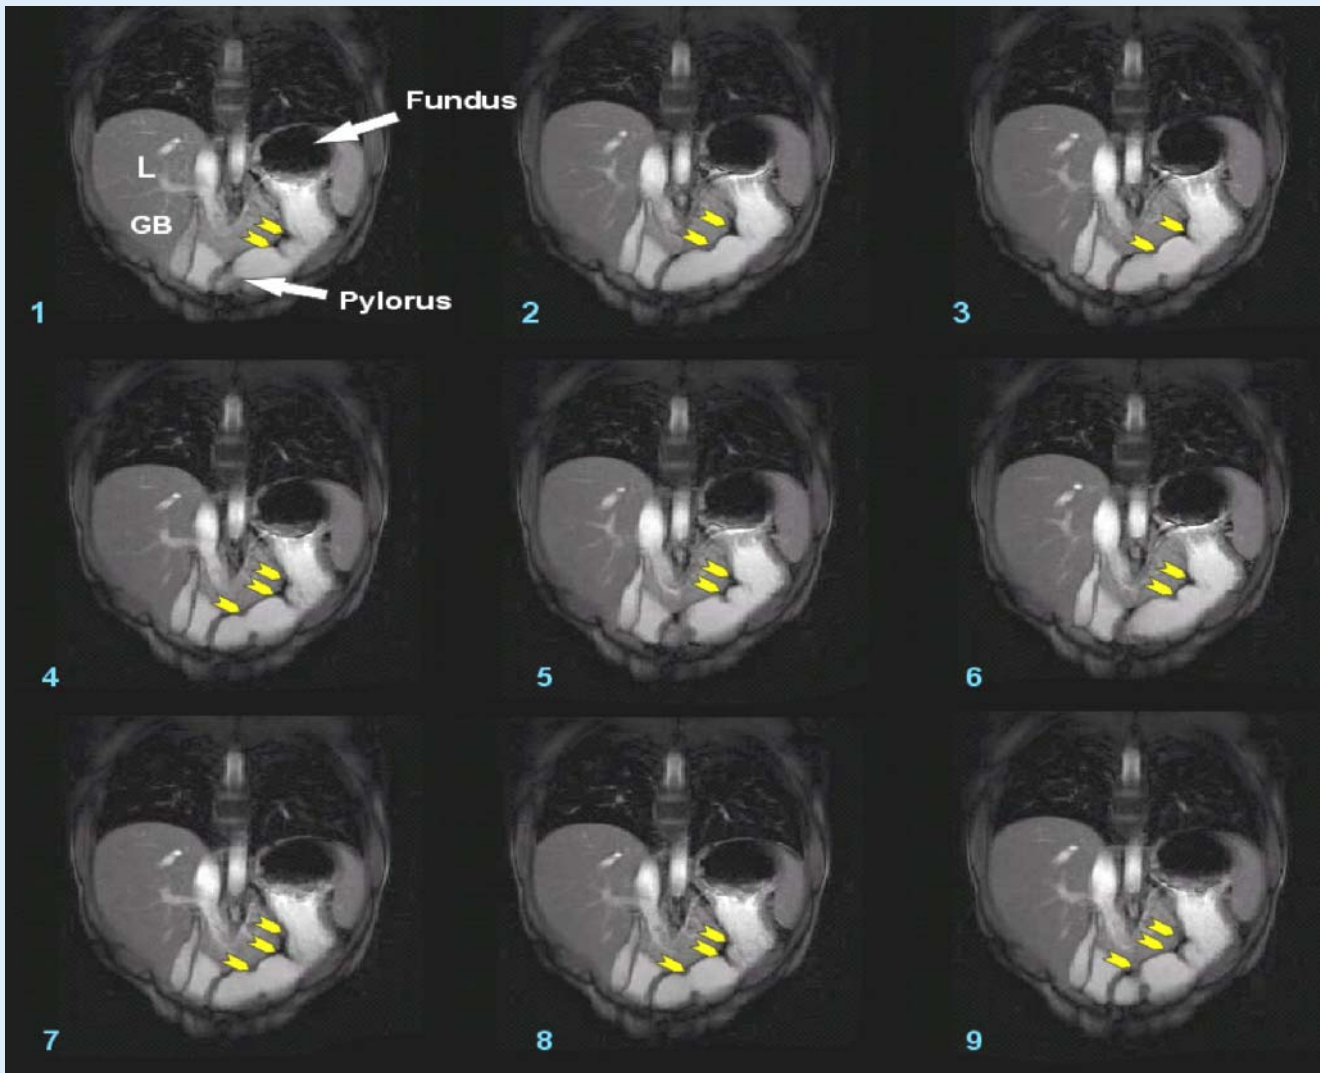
▲ Antrumkontraktionen (Pfeile) in Zeitintervallen von 10 s aus einer MRT-Filmsequenz; geneigte, koronare Bildebene; L: Leber; GB: Gallenblase
